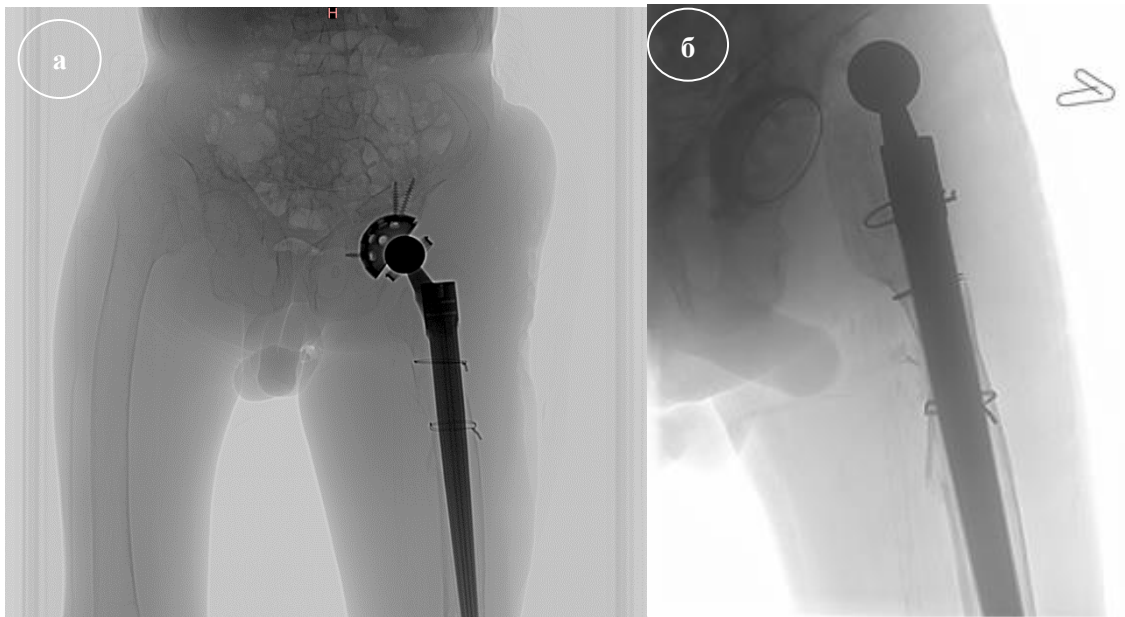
Послеоперационные рентгенограммы: а – определяется вывих головки эндопротеза на цементной чашке Contemporary, Stryker; б – установлен ревизионный ацетабулярный компонент Trilogy Multiholed, Zimmer со связанным вкладышем Constrained
